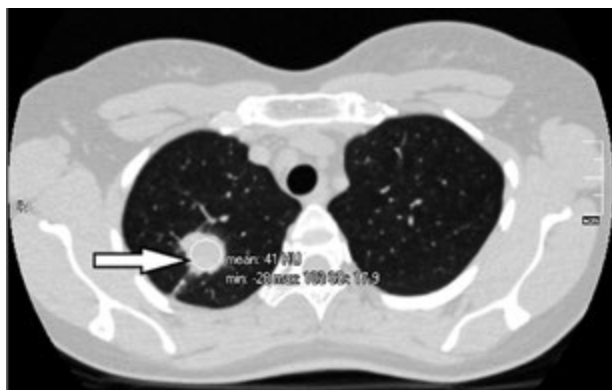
Аксіальні зрізи КТ хворого А. з діагнозом ВДТБ S1—2 правої легені (туберкулома)
